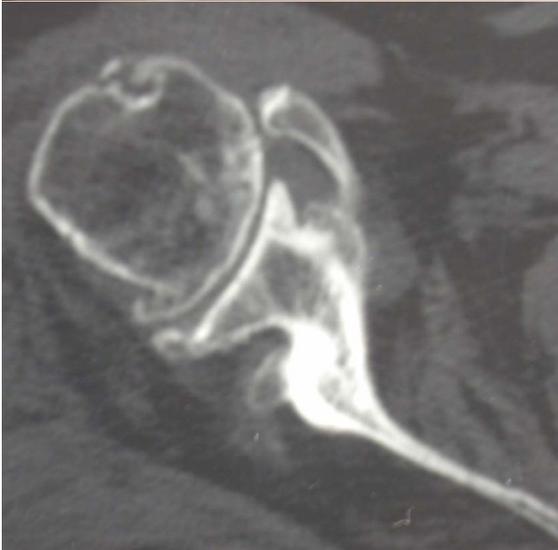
Figura QR 30.1 A) RX di artrosi eccentrica spalla dx B) vista con la TAC C) stessa spalla in TAC 3D che permette di valutare i rapporti tra omero e scapola.
